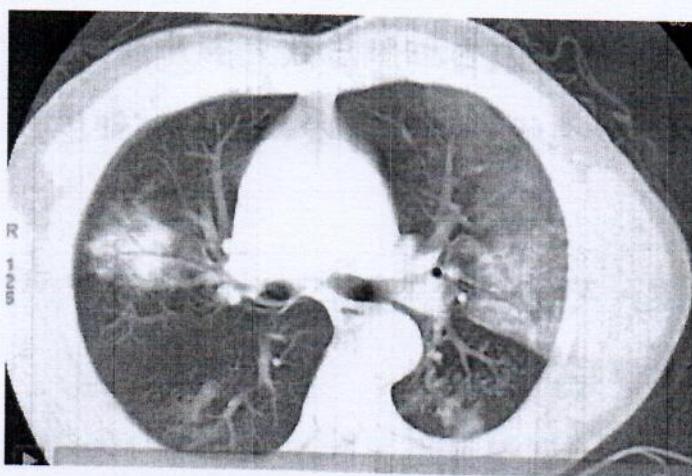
男，43岁，咳嗽、咳血痰发病，第3天胸部CT
